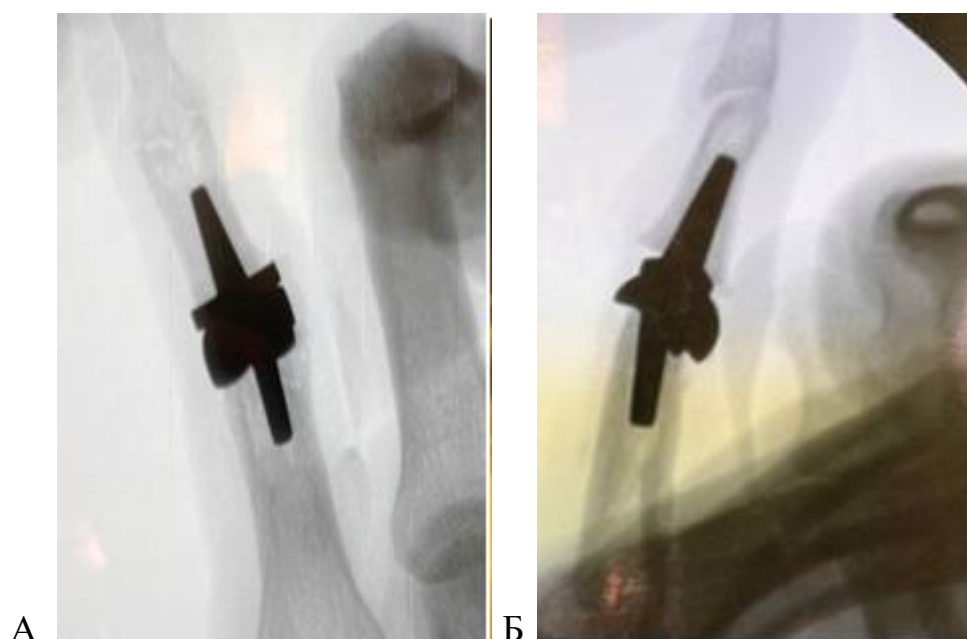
Рентгенологическое исследование правой кисти пациентки К., 27 лет (основная группа) после эндопротезирования новым имплантом, спустя 12 месяцев в прямой (А) и боковой (Б) проекциях: компоненты эндопротеза стабильны, признаков миграции, периимплантарного остеолита, остеофитов не выявлено.
